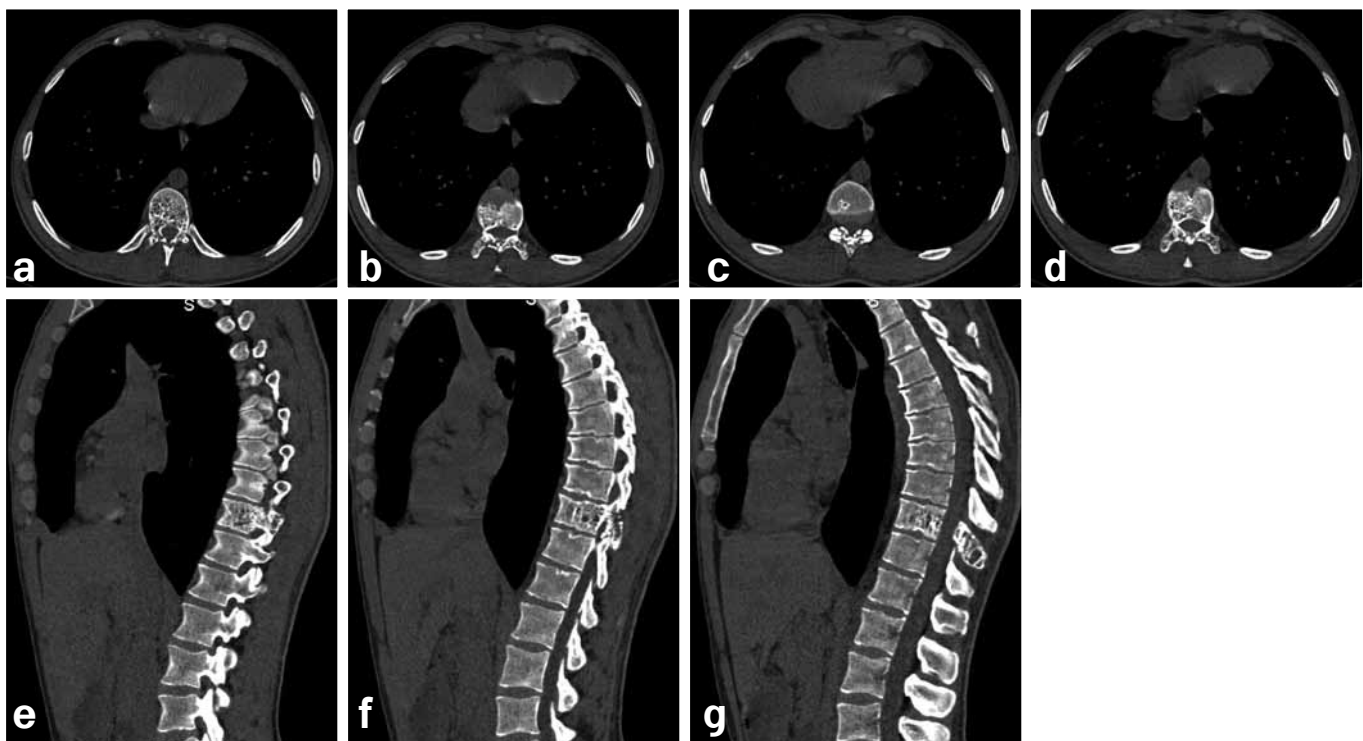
Computed tomography, Somatom Sensation 64, Siemens
